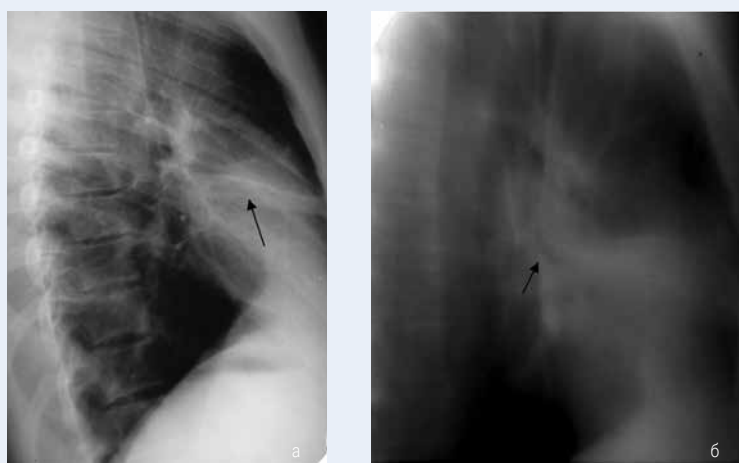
Больной Ф. 16 лет. Невринома среднедолевого бронха: а – правая боковая рентгенограмма, б – правая боковая томограмма. Средняя доля в ателектазе, «культя» среднедолевого бронха с четким прямым контуром
